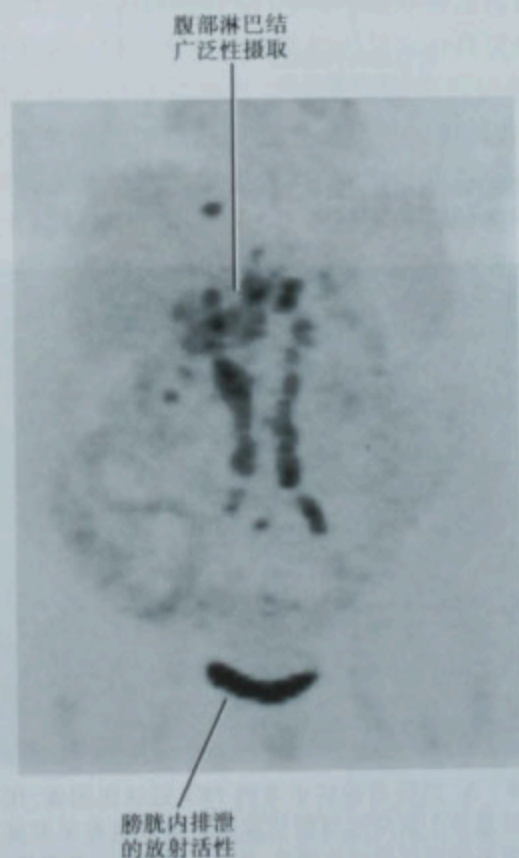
结节病患者的 PET 冠状面图像(与图 4-3 为同一患者)
